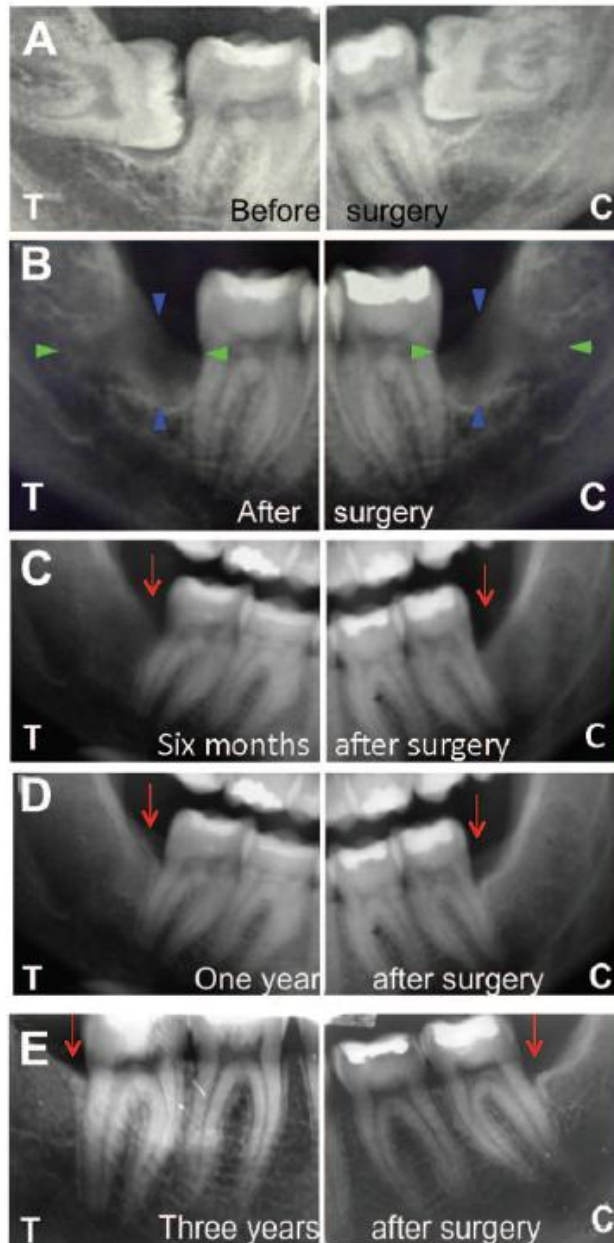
Radiografias dos locais T e C de um doente antes da cirurgia (A) e controlos – pós-cirúrgico (B), 6 meses (C), 1 ano (D) e 3 anos (E), adaptado de Giuliani et al., 2013.
